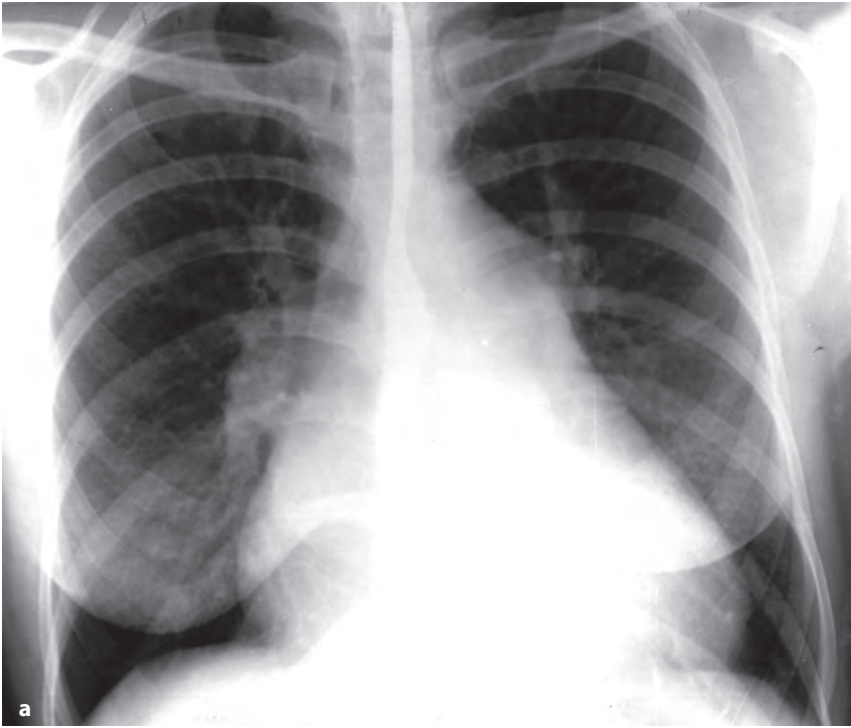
Рентгенограммы органов грудной клетки пациентки с ревматическим митральным пороком сердца, стенозом левого атриовентрикулярного отверстия. В прямой проекции (*a*) прозрачность легочного фона на периферии легочных полей высокая. Корни легких широки за счет магистральной ветви легочной артерии. Сердце митральной конфигурации. По левому контуру сердечной тени преобладает дуга легочной артерии. На фоне тени сердца – автономная тень левого предсердия. Тень аорты мала. В первой косой проекции (*б*) ретрокардиальное поле закрыто тенью увеличенного левого предсердия, на уровне которого контрастированный пищевод отклоняется по дуге малого радиуса. По переднему контуру – признаки гипертрофии путей оттока из правого желудочка.
